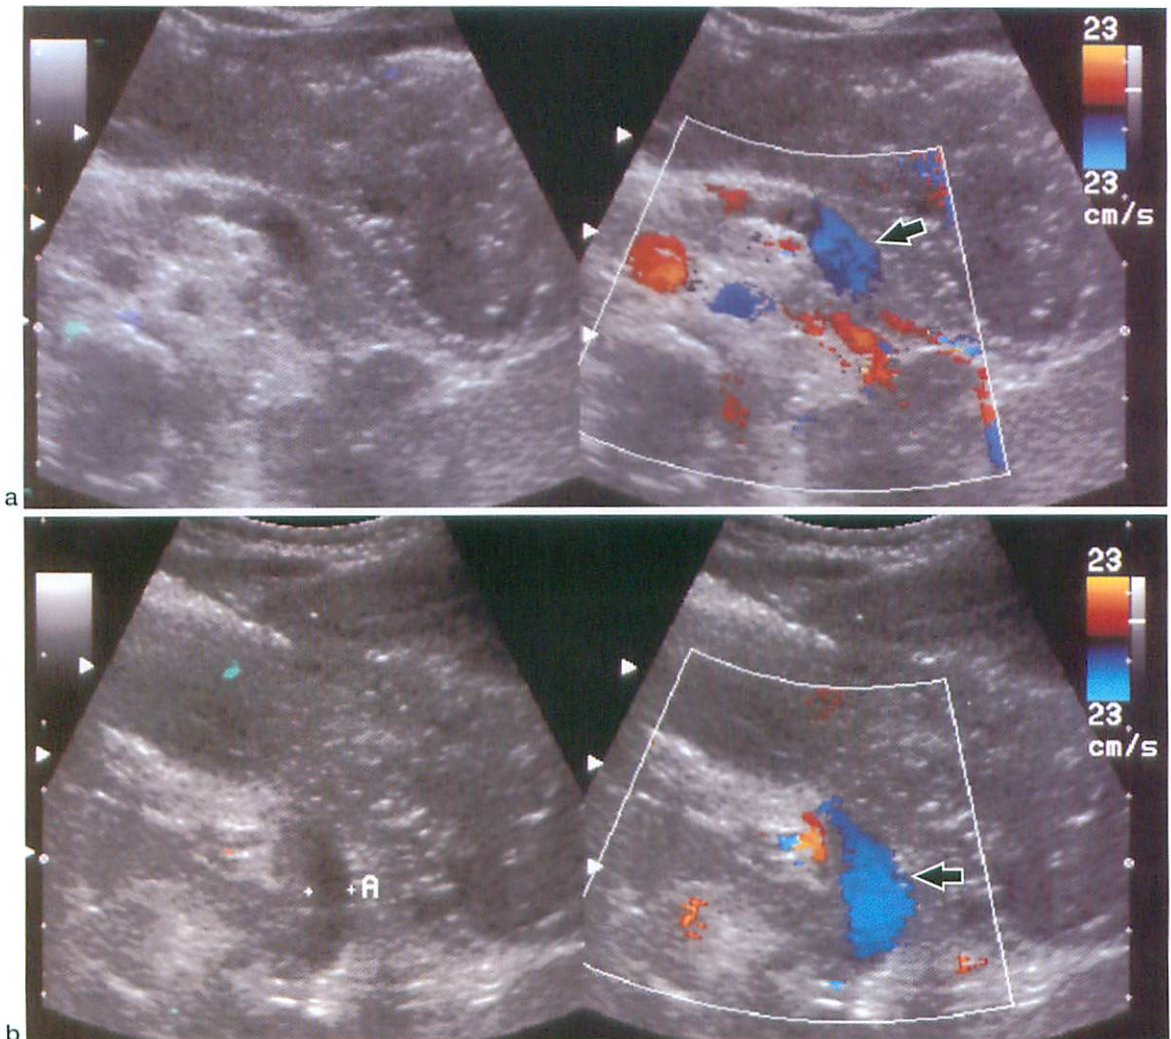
Shunt between inferior mesenteric vein and right internal iliac vein in an 11-month-old boy. Ultrasonography was performed at initial examination (at the age of 3 months).
